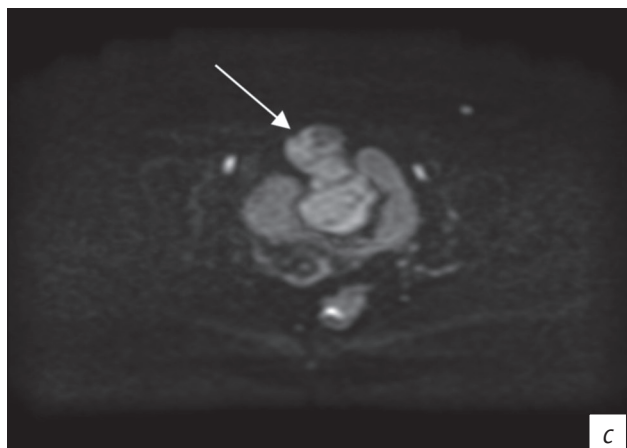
МРТ органов малого таза:
